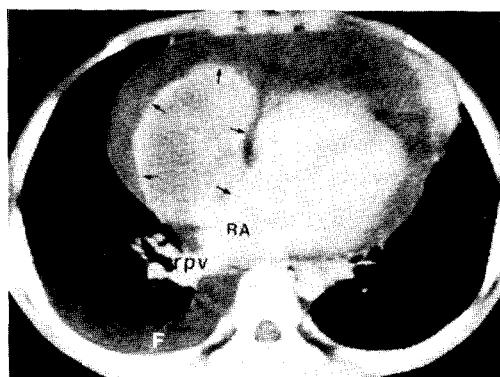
Chest CT at the level of the right atrium (RA). The right atrium is compressed by the mass(arrows). Displaced right pulmonary veins(rpv) are drained into right atrium.
